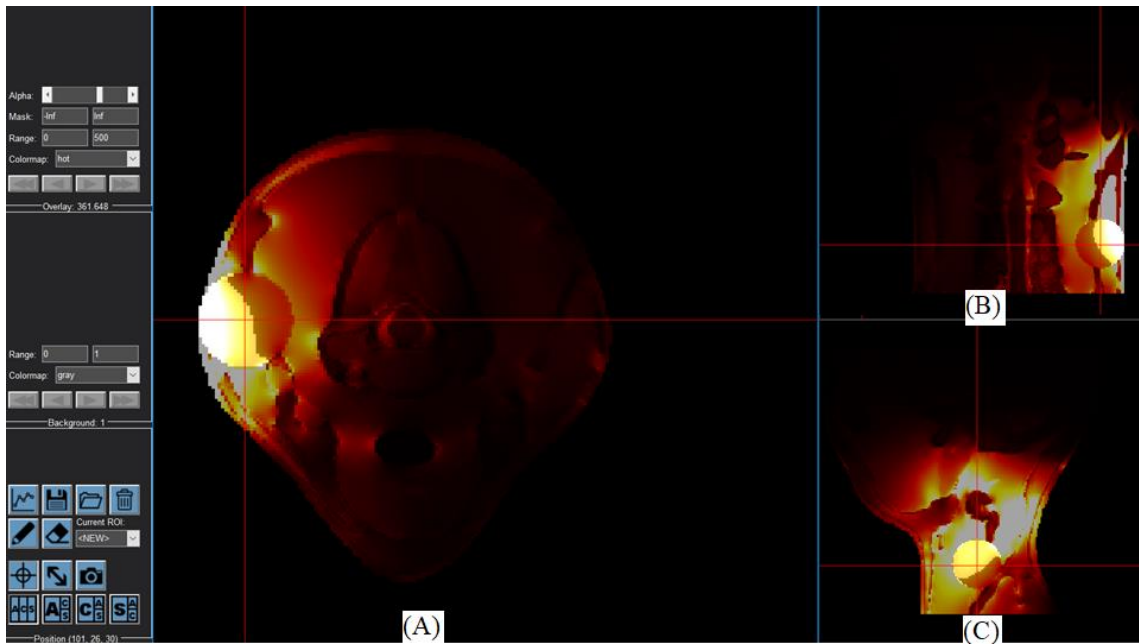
TC₂₅ pro poloměr cíle 15 mm při použití dvou aplikátorů transverzální řez (A), frontální řez (B), mediální řez (C)
